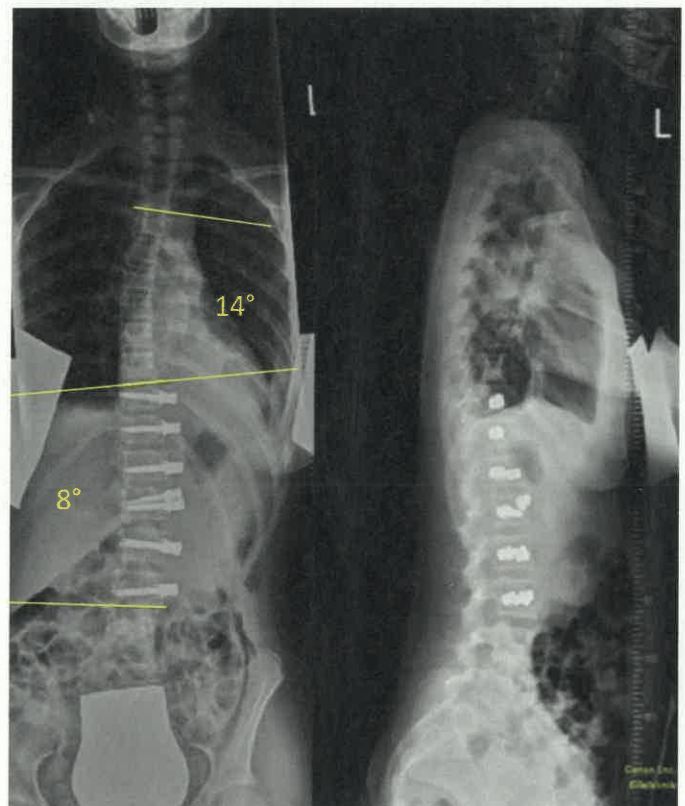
Röntgenbild der Wirbelsäule im Stehen nach der Operation mit lateraler Instrumentierung der Wirbelkörper BWK 10 – LWK 3 mit Korrektur der Skoliose auf lumbal 8° und thorakal 14° (mit freundlicher Genehmigung von Herrn PD Dr. P. Trobisch).
